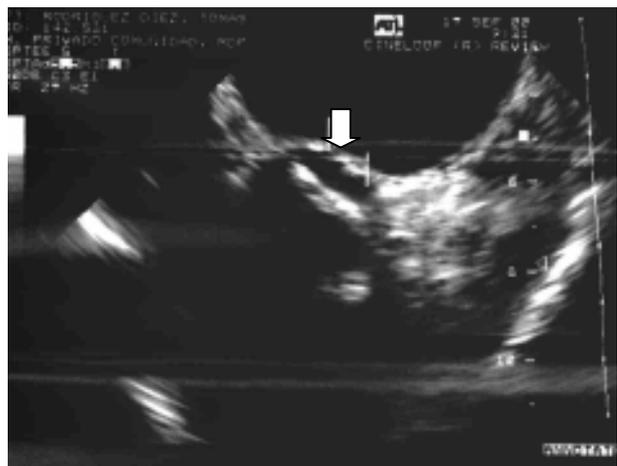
Ecocardiograma transesofágico que muestra cavidad de absceso del anillo anular aórtico.
